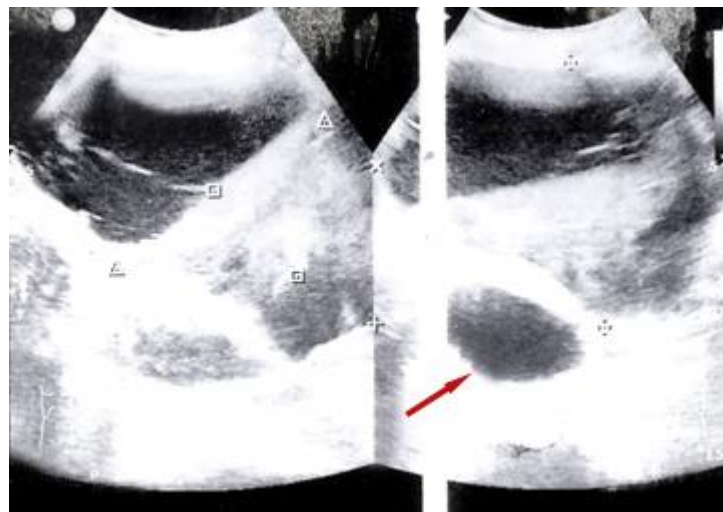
Ultrasonido abdominal que muestra imagen ecolúcida en el espacio prevesical (flecha).
